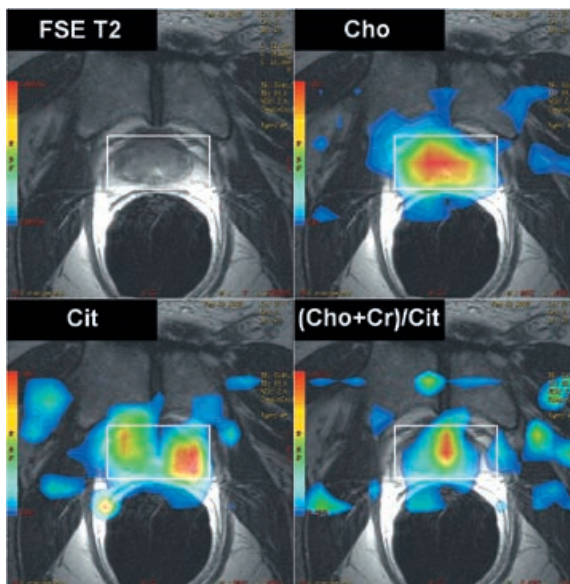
Focus of decreased signal intensity in the left half of peripheral zone in T2-weighted sequence, without increased (Cho+Cr)/Cit ratio, and an unspecific increase of this ratio in the central gland; negative biopsy.
